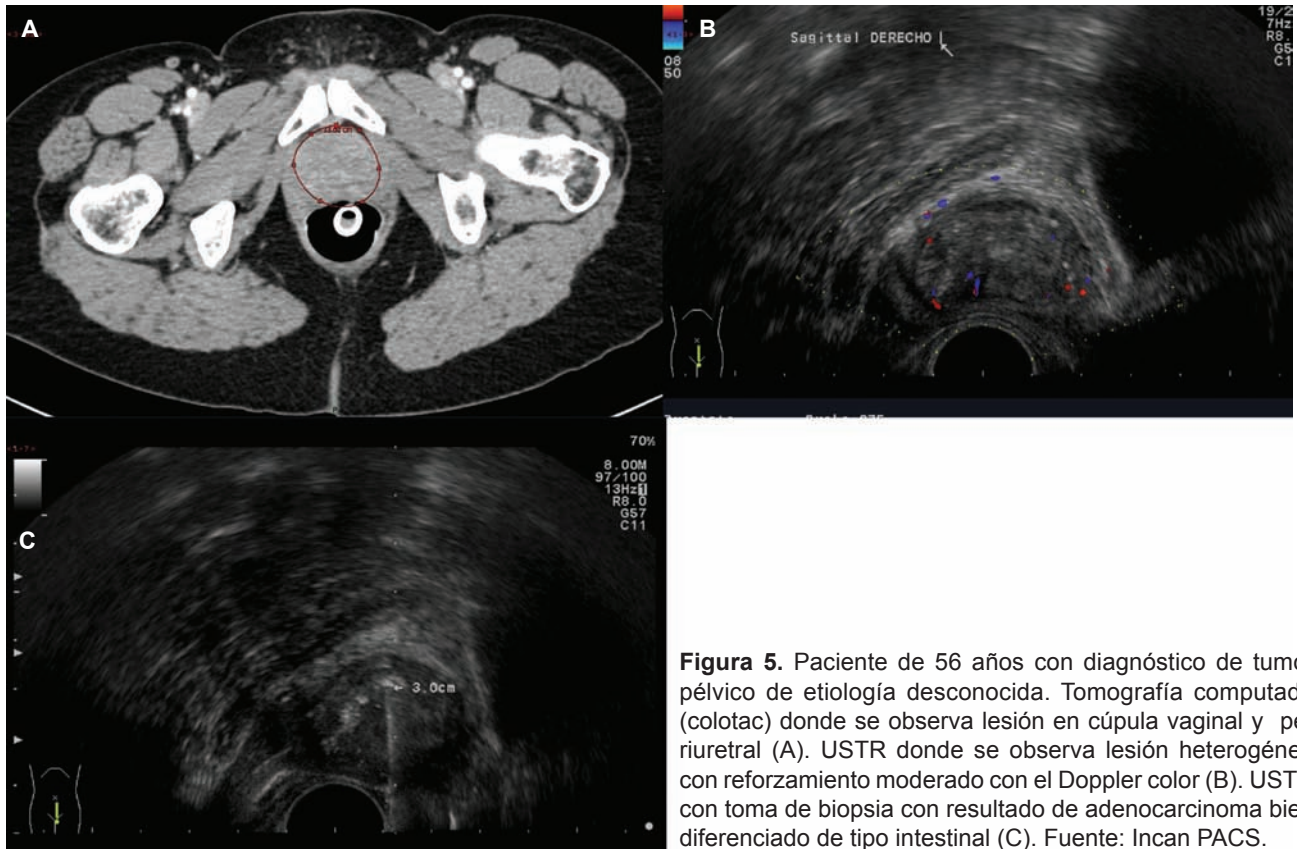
Paciente de 56 años con diagnóstico de tumor pélvico de etiología desconocida. Tomografía computada (colotac) donde se observa lesión en cúpula vaginal y periuretral (A). USTR donde se observa lesión heterogénea con reforzamiento moderado con el Doppler color (B). USTR con toma de biopsia con resultado de adenocarcinoma bien diferenciado de tipo intestinal (C). Fuente: Incan PACS.
